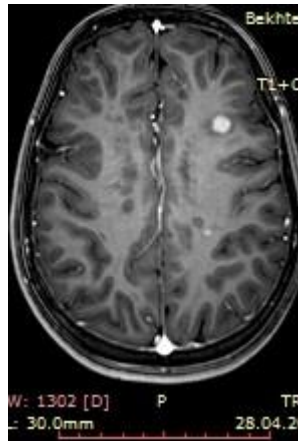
МРТ головного мозга с контрастированием пациентки Д., 13 лет. История болезни № 3089, 2015 г. Диагноз: Рассеянный склероз, рецидивирующе-ремиттирующее течение. Хроническая сочетанная герпесвирусная инфекция (ВГЧ-6 и ВЭБ). T1- ВИ с в/в контрастированием 2 очага накопления контрастного вещества округлой формы в очагах демиелинизации в левом полушарии
